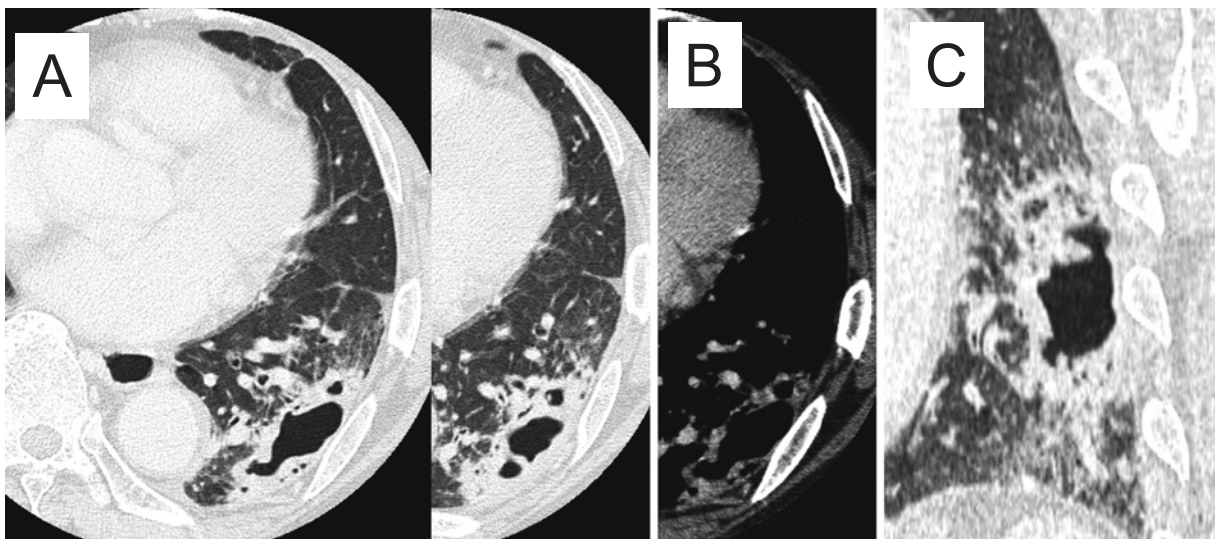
This thin-section CT image revealed a cavity lesion with thick cavity walls, but the thickness of the walls was irregular and partitioned in the lower lobe of the left lung (S⁶⁻¹⁰). A: Lung window image, B: Mediastinal window image, C: Multiplanar reformation image (coronal view).
